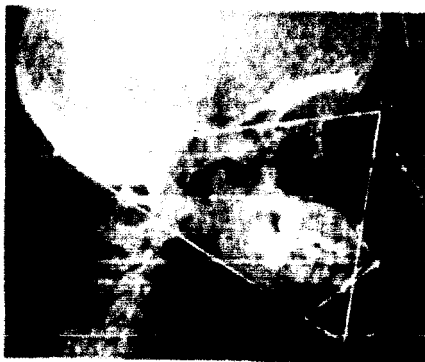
Radiografía de la cabeza de un niño con Sierpesección del hueso nasal.
